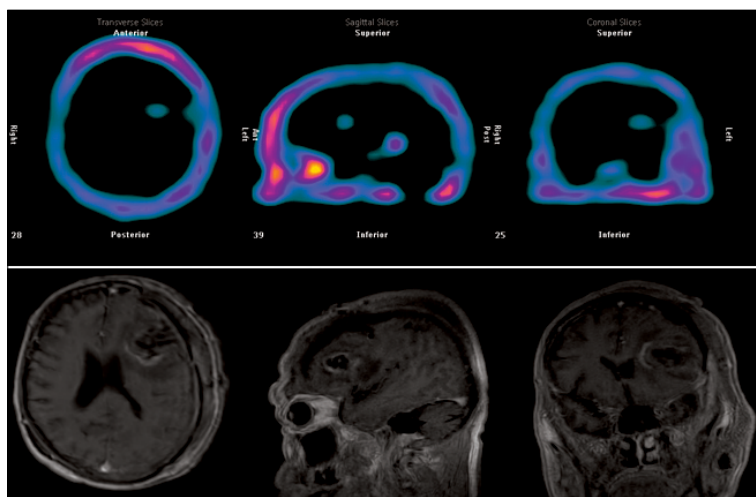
SPECT with 99m Tc-MIBI Post-operative skull and T1-weighted MRI.
